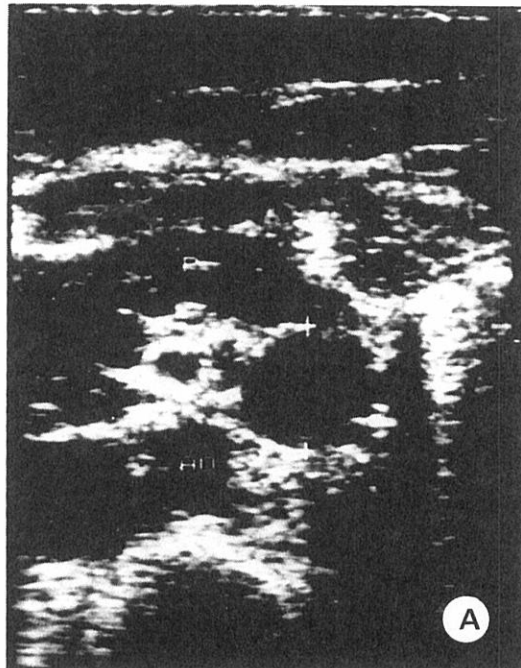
A. Transverse ultrasonographic scan shows a small, round mass posterior to the body of the pancreas. B. Explanatory sketch of Figure 1A.
